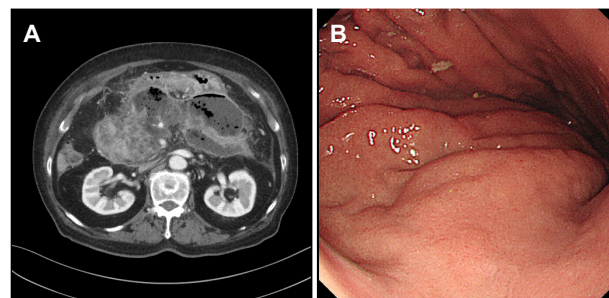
Studies on the initial presentation. (A) Abdominal computed tomography showing large multiloculated gas-containing cystic lesions with rim enhancement, suggesting infected walled-off pancreatic necrosis. (B) Endoscopy showing mucosal edema, rugal hypertrophy, and extrinsic indentation at the posterior wall of the gastric upper body.
